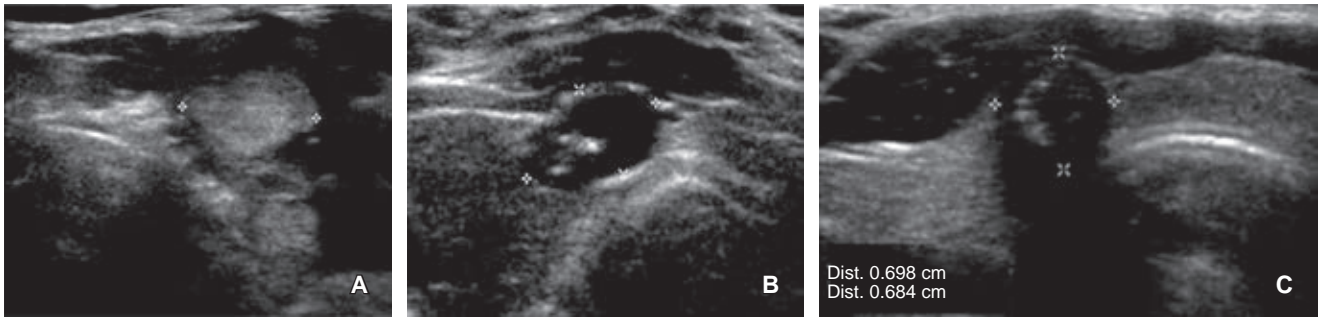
Nódulos con hallazgos ultrasonográficos que no sugieren BAAF. A, B) Hallazgo histopatológico de benignidad TI-RADS 3 y TI-RADS 2, respectivamente. C) Nódulo con TI-RADS 5 que no cumple criterio de BAAF por tamaño, con resultado histopatológico de carcinoma papilar.
